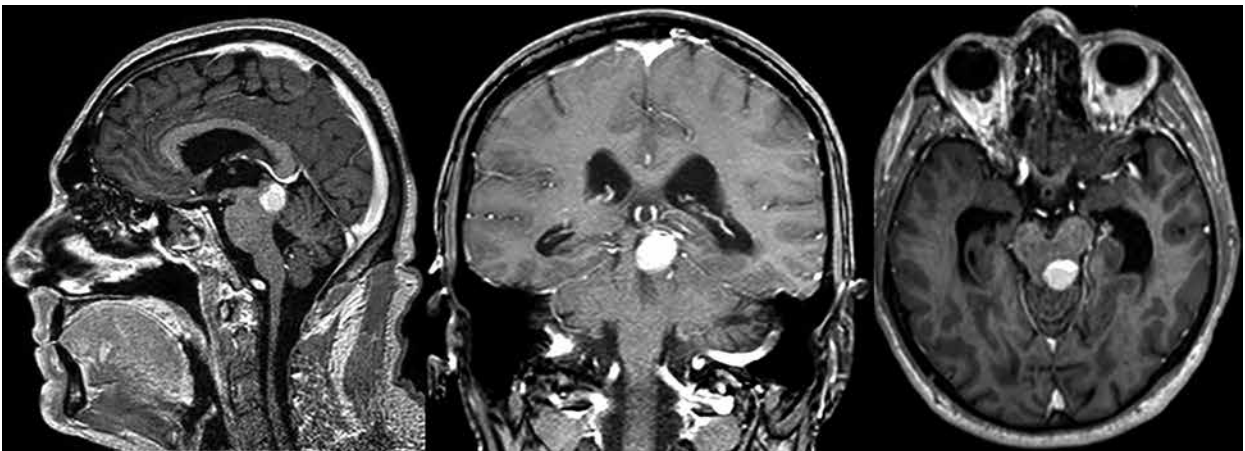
Магнітно-резонансна томографія головного мозку з внутрішньовенним контрастуванням до операції: кавернозна ангиома стовбура головного мозку в ділянці водопроводу мозку
